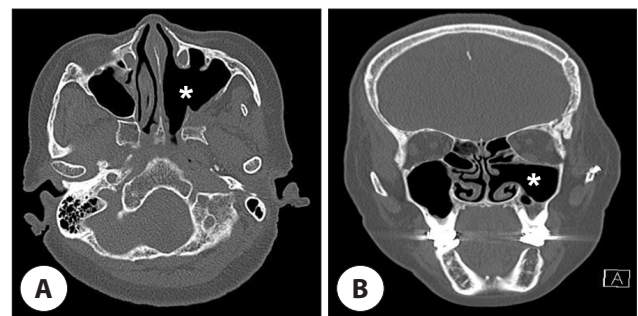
Postoperative computed tomography (CT) findings. Axial (A) and coronal (B) non-enhanced CT scans showed total excision of the tumor and clearance of left pterygopalatine fossa (white asterisk).
